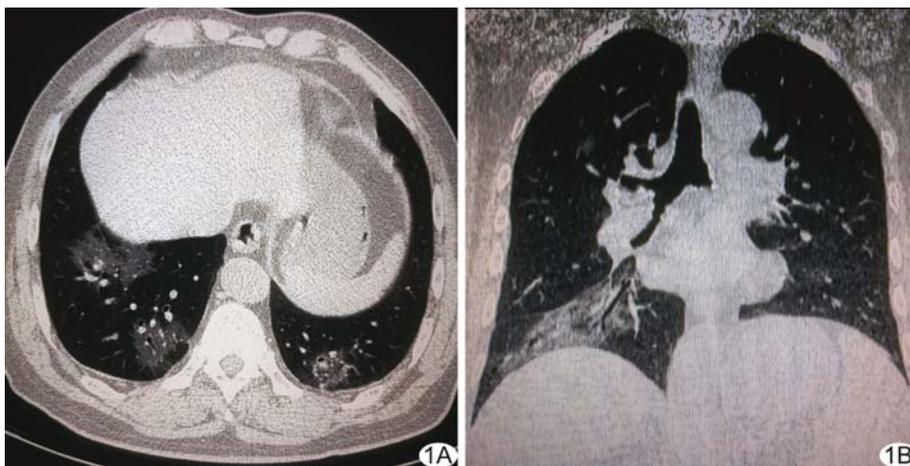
患者男, 67 岁, COVID-19 胸部 CT 轴位图像(A)及最大密度投影重建冠状位图像(B)示双侧中下肺野胸膜下多发 GGO, 以右下肺为著, 部分融合成片, 局部小叶间隔增厚, 可见“铺路石”征及支气管充气征
